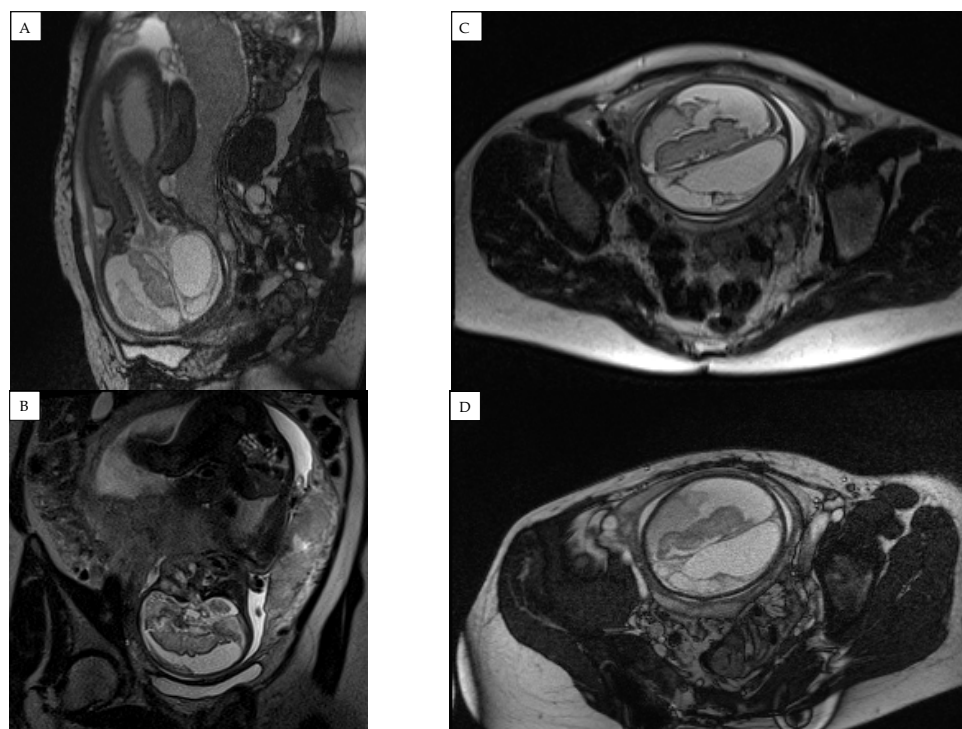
Fetal magnetic resonance imaging (MRI) findings at 31 weeks of pregnancy showing significantly enlarged right subdural space and hygroma formation. (A) sagittal, (B) coronal and (C), (D) transverse plane magnetic resonance images showing an occlusive hydrocephalus with dilatation of left ventricle and compression of cerebral parenchyma of left hemisphere with decreased cerebellar parenchyma.
